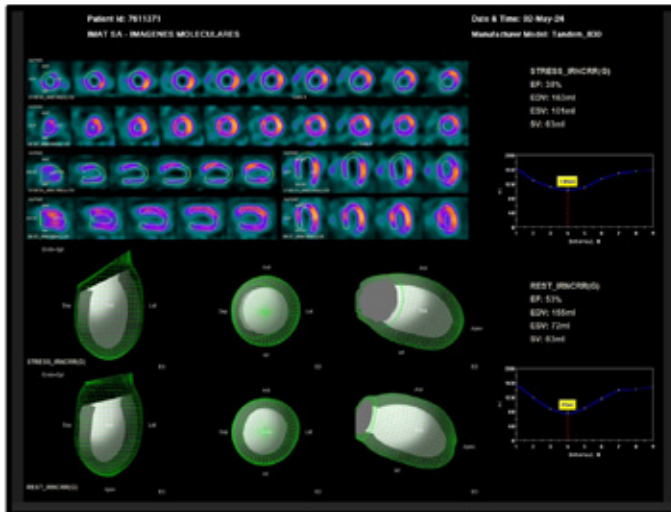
Paciente masculino 46 años. Estudio de perfusión miocárdica Gated-SPECT (Reposo/esfuerzo, protocolo 2 días) solicitado por Disnea. Software AutoQUANT QGS - Se evidencia caída de la Fe y aumento de los volúmenes del VI en el post esfuerzo.
